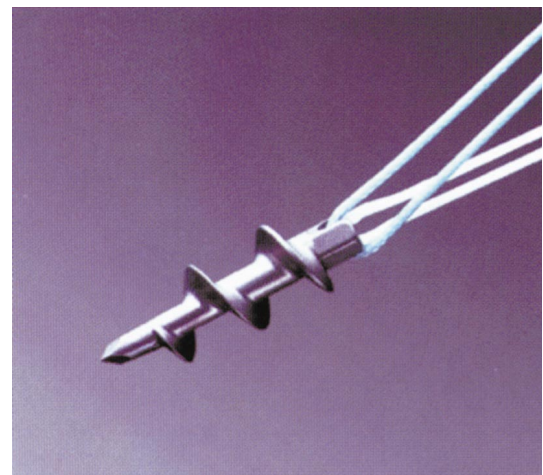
► Corkscrew-Fadenanker zur RM-Rekonstruktion
